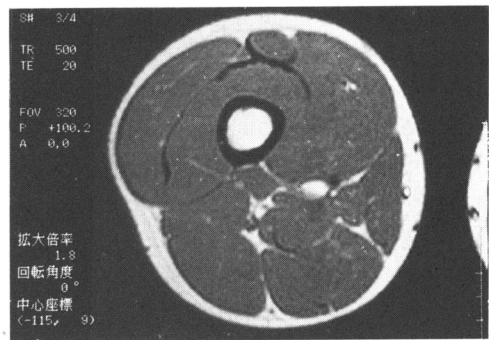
膝関節裂隙15 cm上でのMRIによる筋断面
